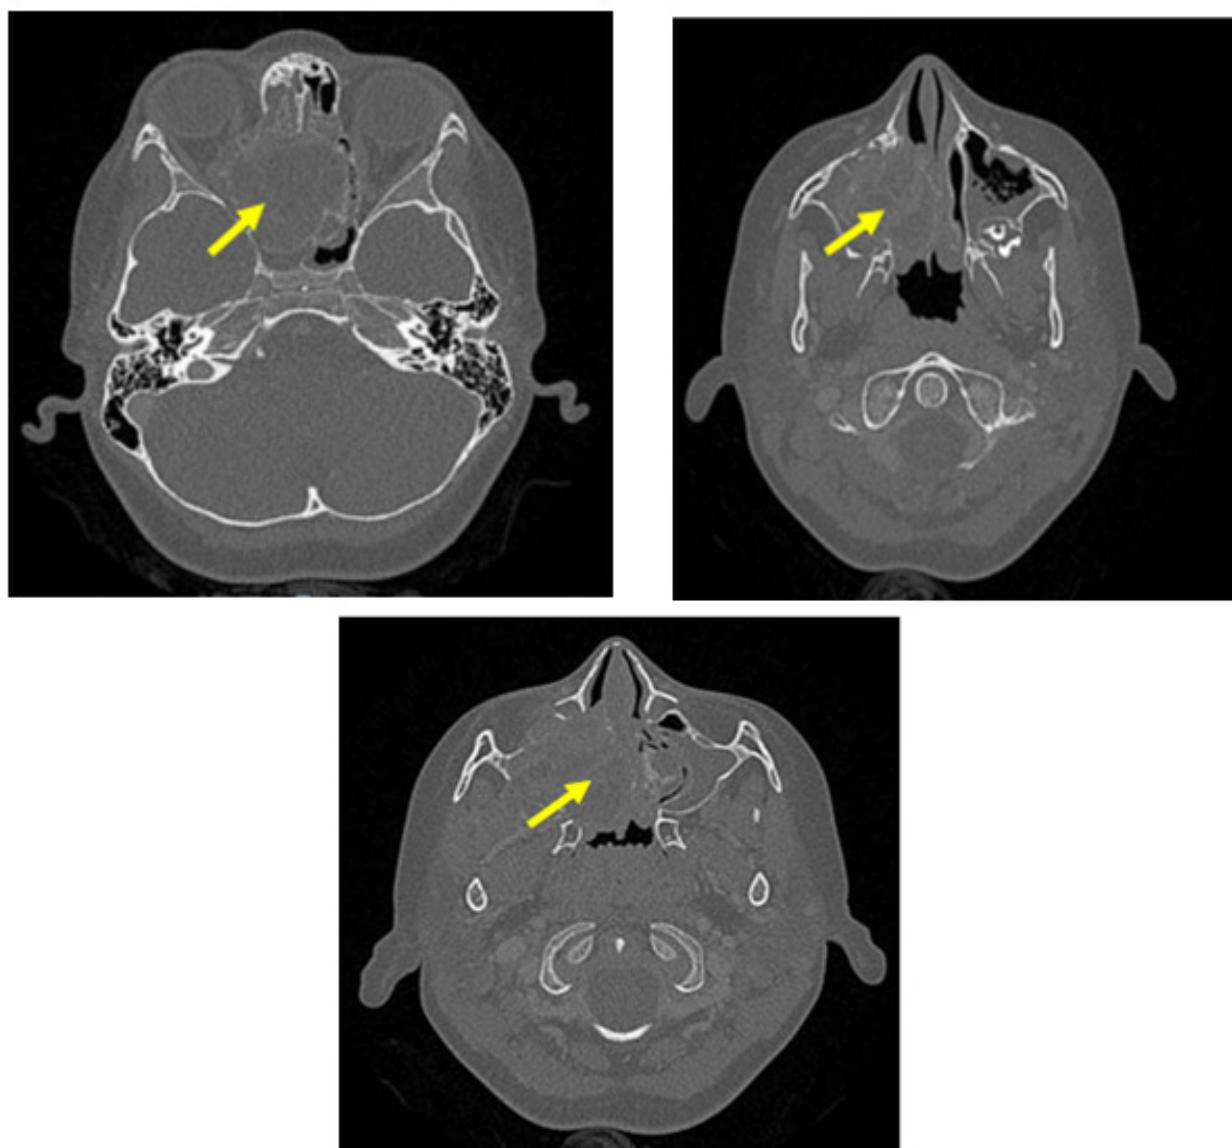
КТ-сканы околоносовых пазух пациента Я. (стрелками указаны очаги новообразования)
